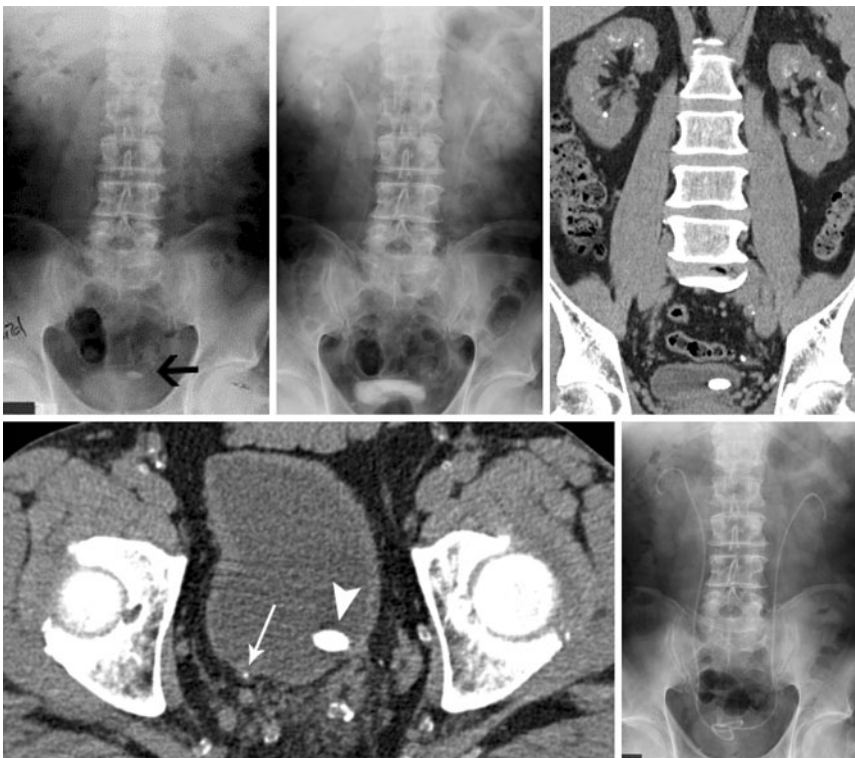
▲ Großes Ureterozelenkonkrement links (intravenöse Urographie, *Pfeil*) und kleines prävesikales Ureterkonkrement rechts (CT, *langer Pfeil*). Vor Sanierung der Nierensteine beidseits mit extrakorporaler Stoßwellenlithotripsie (ESWL) wurden das Ureterozelenkonkrement links und das prävesikale Ureterkonkrement rechts zwecks Schaffung freier Abflussverhältnisse mit der Ureterrenoskopie (URS) entfernt. Dabei sollte die Ureterschiene beidseits aufgrund der relativ großen Nierensteine nach URS vor ESWL in situ belassen werden
